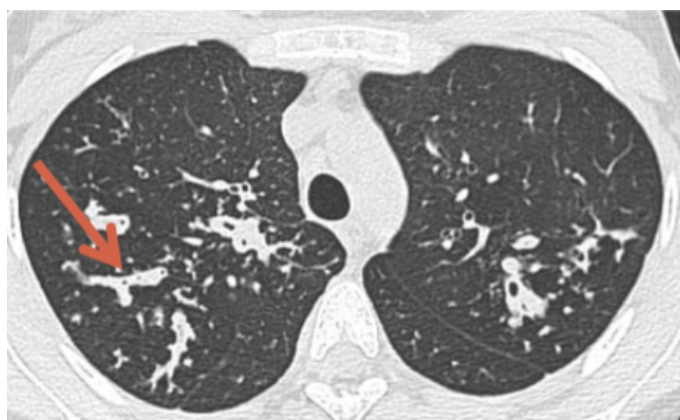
TDM thoracique en coupe axiale : *montrant un épaississement des parois bronchiques*
